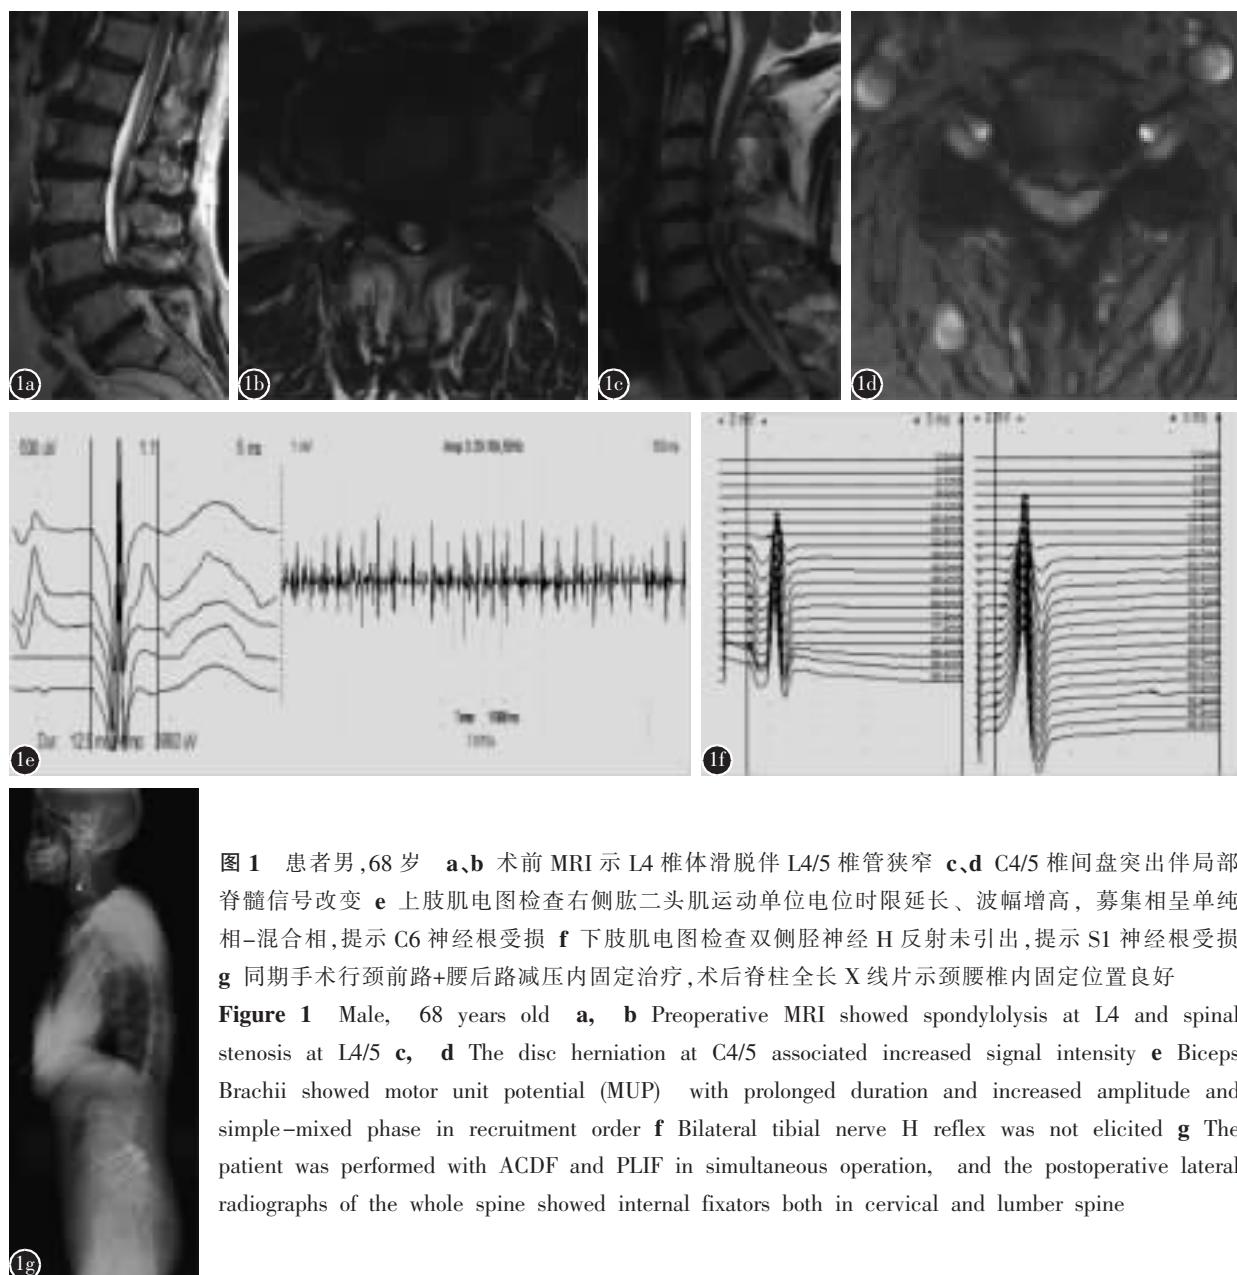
患者男,68岁 a,b 术前MRI示L4椎体滑脱伴L4/5椎管狭窄 c,d C4/5椎间盘突出伴局部脊髓信号改变 e 上肢肌电图检查右侧肱二头肌运动单位电位时限延长、波幅增高，募集相呈单纯相-混合相，提示C6神经根受损 f 下肢肌电图检查双侧胫神经H反射未引出，提示S1神经根受损 g 同期手术行颈前路+腰后路减压内固定治疗，术后脊柱全长X线片示颈腰椎内固定位置良好
